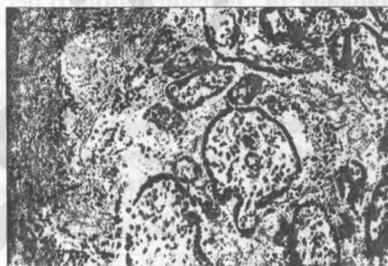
Децидуит и виллузит. Беременность 32 недели. Преждевременное излитие вод. Ув. 240
